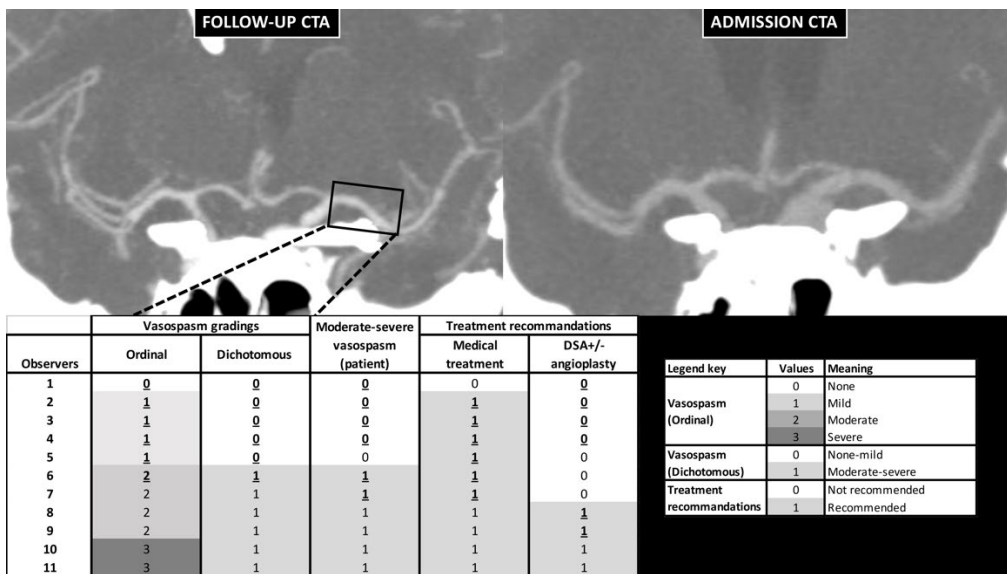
Examples of maximal agreement and disagreement for the left M1 segment vasospasm grading. Figure 12a. Example of maximal agreement. Coronal MIPs post- (left) and pre- (right) endovascular treatment of a left vertebral dissecting aneurysm (not show) in a 48-year-old male with a Hunt and Hess grade 4, modified Fisher grade 4 SAH. The follow-up CTA was performed 7 days post-admission because of altered level of consciousness. Note the diffuse multifocal vasospasm involving virtually all arterial segments depicted on this image. Figure 12b. Example of maximal disagreement. Coronal MIPs post- (left) and pre- (right) left carotid ophthalmic aneurysm clipping in a 40-year-old female with a Hunt and Hess grade 3, modified Fisher grade 4 aneurysmal
